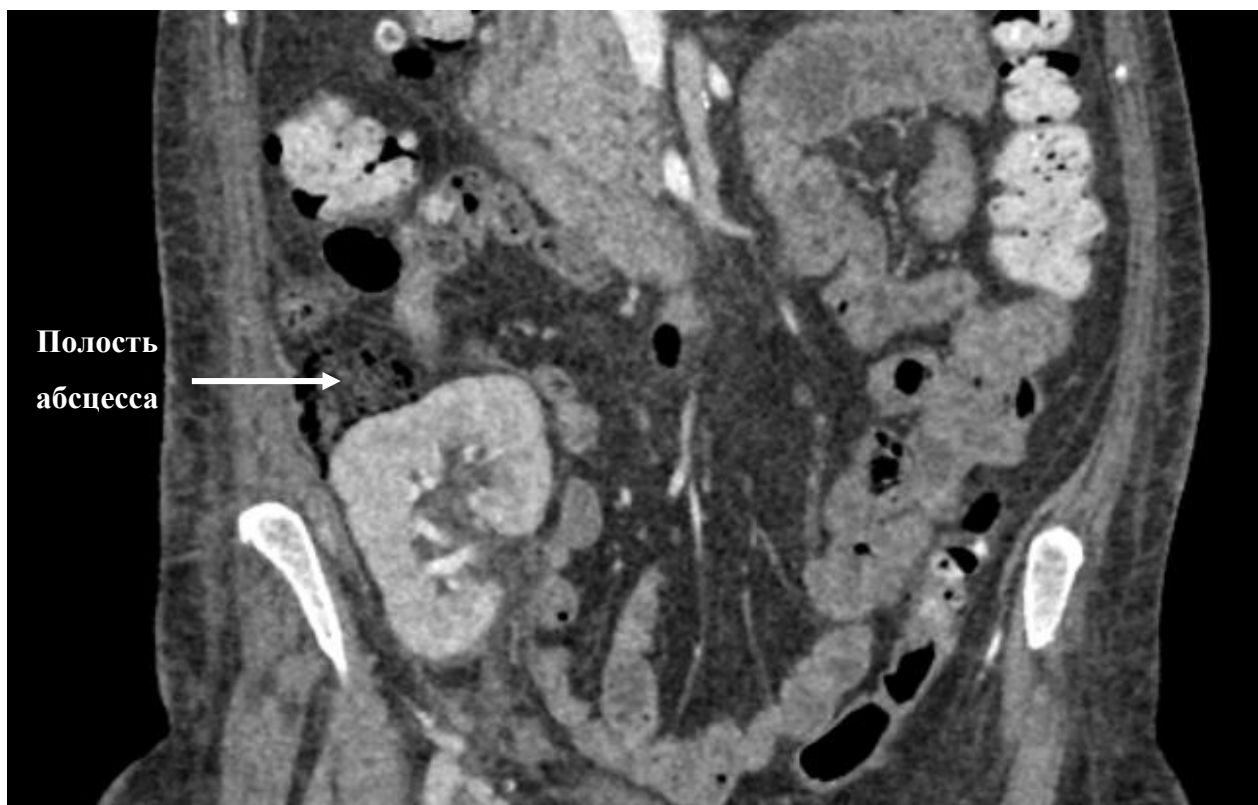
КТ органов брюшной полости. Жидкостных скоплений в области трансплантата нет. В зоне ранее расположенного абсцесса абсорбирующая губка.
